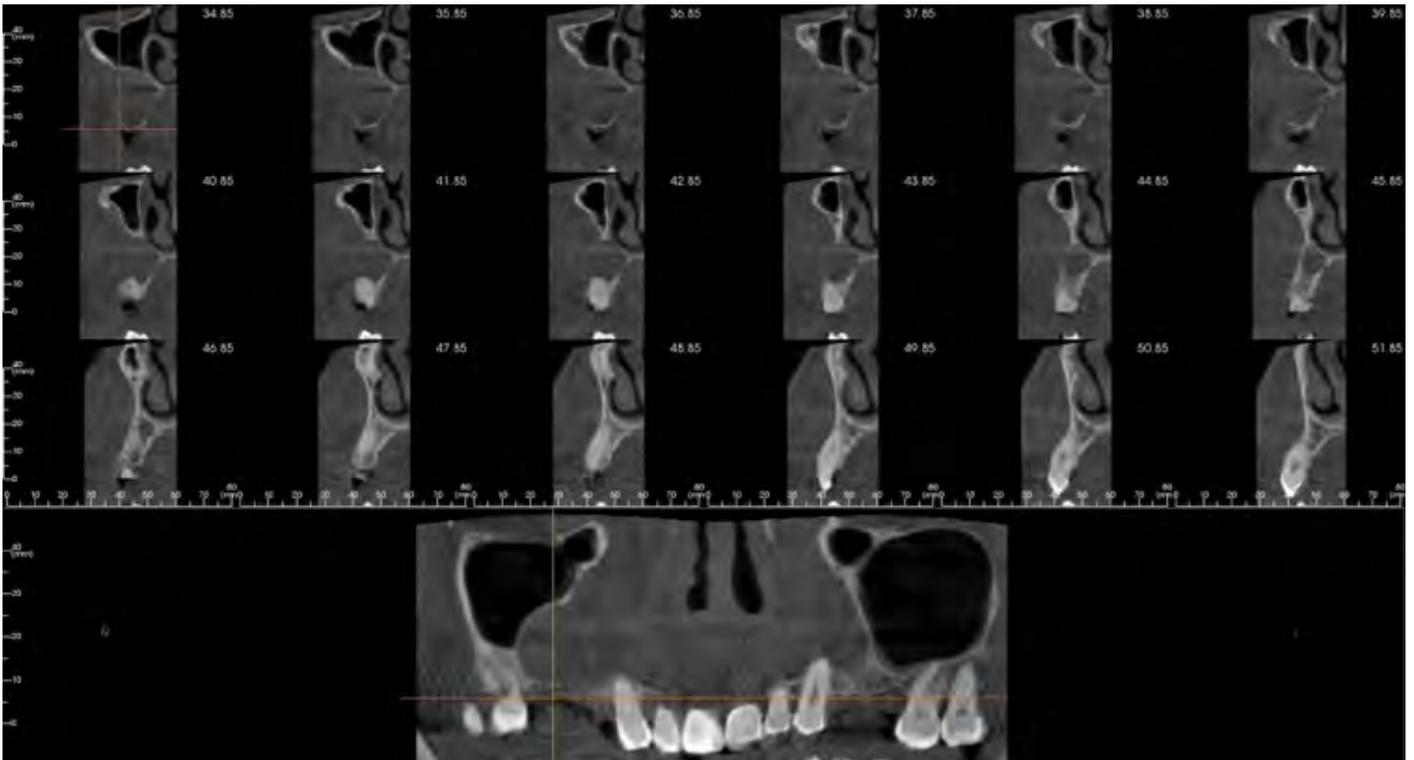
Cortes sagital del CBCT
